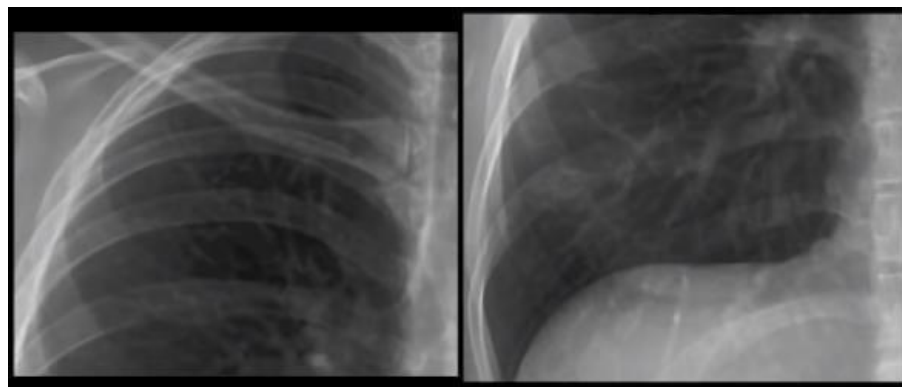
Radiografía de Tórax Postero Anterior Anatomía (2018)
